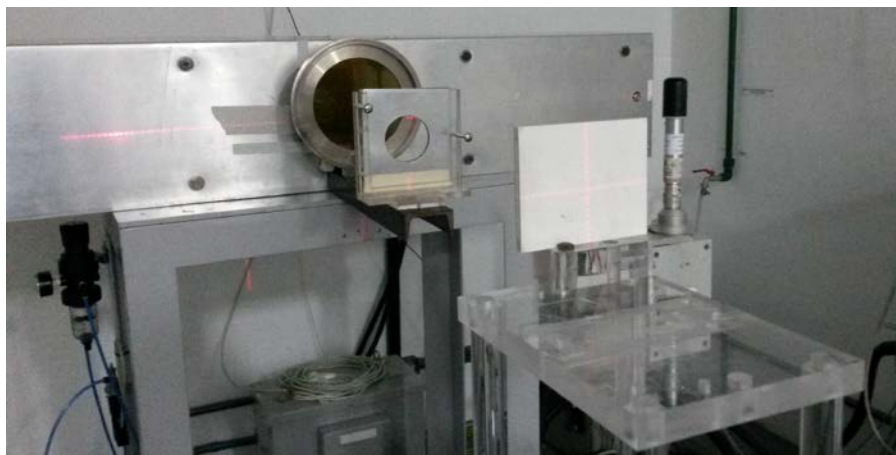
Posicionamento dos detectores TL para a calibração na faixa de energia de interesse, dadas pelas radiações de referência para tomografia computadorizada.
